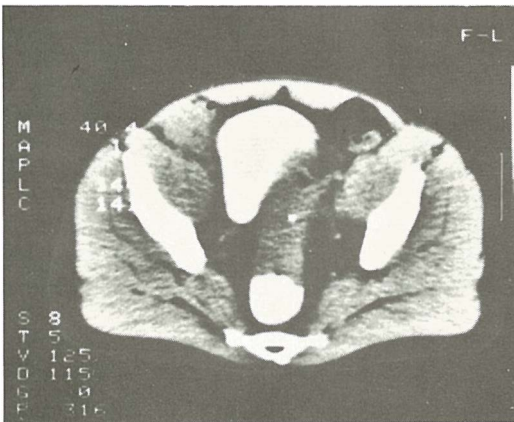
b – Na slojevima CT vidi se egzofitna masa koja prominira u lumen sa uvećanim limfonodom desno pararectalno
